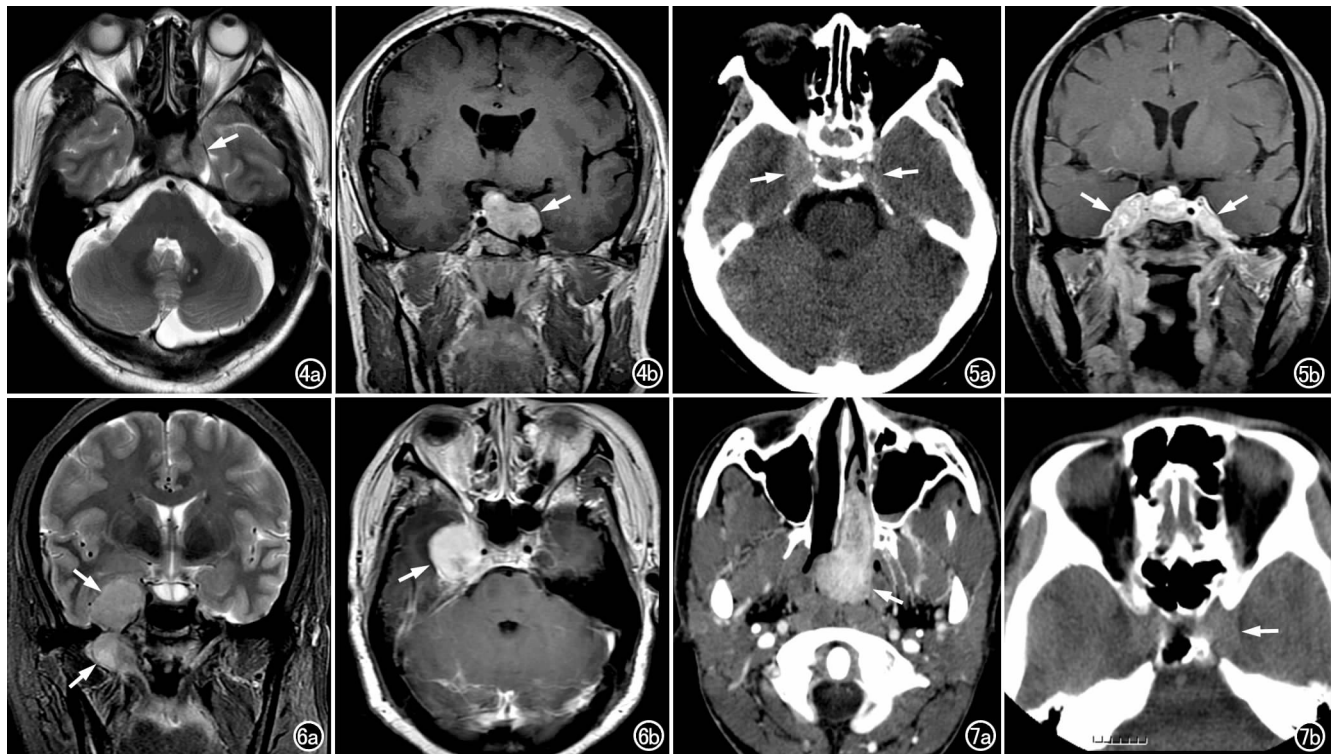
侵袭性垂体瘤侵犯海绵窦。a) T_2 WI 示鞍内及左侧海绵窦稍高信号肿块(箭); b) 冠状面增强扫描示肿块明显强化(箭),包绕左侧颈内动脉。图 5 鼻咽癌侵犯海绵窦。a) CT 平扫示双侧海绵窦增宽,右侧为著,外缘隆凸; b) 冠状面增强 T_1 WI 示双侧海绵窦增厚强化(箭),鼻咽右侧壁肿块明显强化。图 6 咽旁腺样囊性癌侵犯海绵窦。a) 冠状面 T_2 WI 示右侧海绵窦-右侧鼻咽咽旁间隙高信号肿块(箭),两者经卵圆孔相连; b) 横轴面增强 T_1 WI 示右侧海绵窦较大肿块,明显强化(箭)。图 7 鼻咽纤维血管瘤。a) 横轴面增强 CT 示鼻咽部明显强化肿块(箭),向前延伸至左侧鼻腔; b) 横轴面 CT 平扫示左侧海绵窦增宽(箭)。
